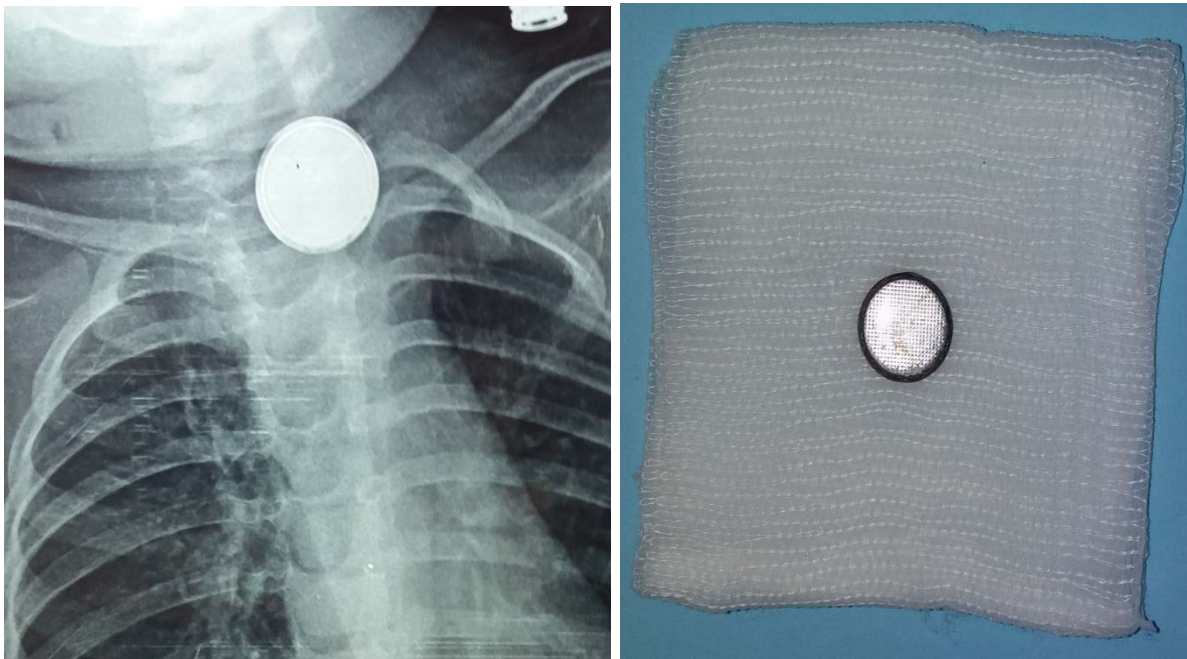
(A) La radiographie frontale du thorax d'un garçon de 1 an montre un corps étranger rond radio-opaque avec une ligne lucide périphérique « signe du halo », compatible avec une pile bouton dans l'œsophage supérieur. (B) Image du corps étranger extrait au pharyngoscope « Pile bouton ».
